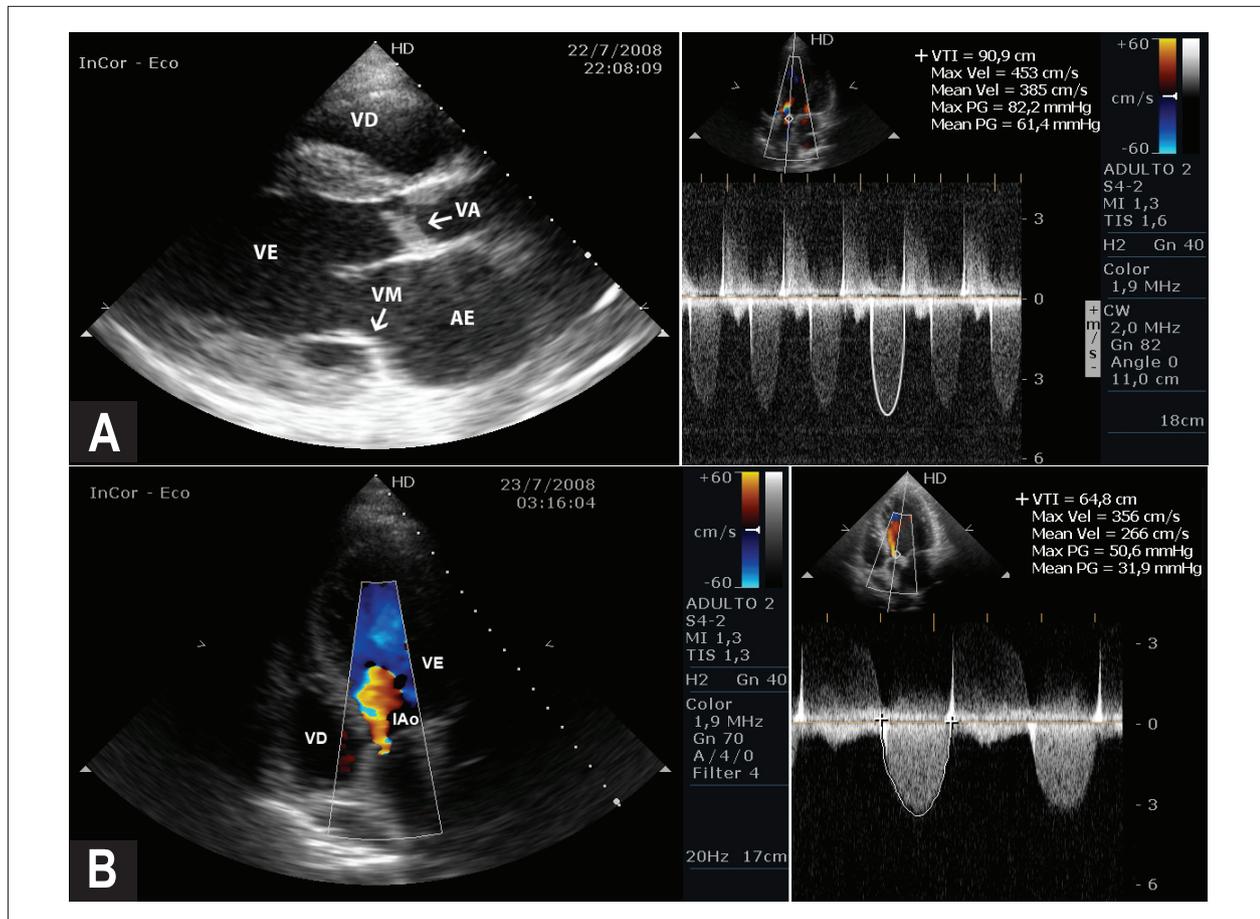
Ecocardiograma doppler antes y 1B tras la valvuloplastia aórtica percutánea.
